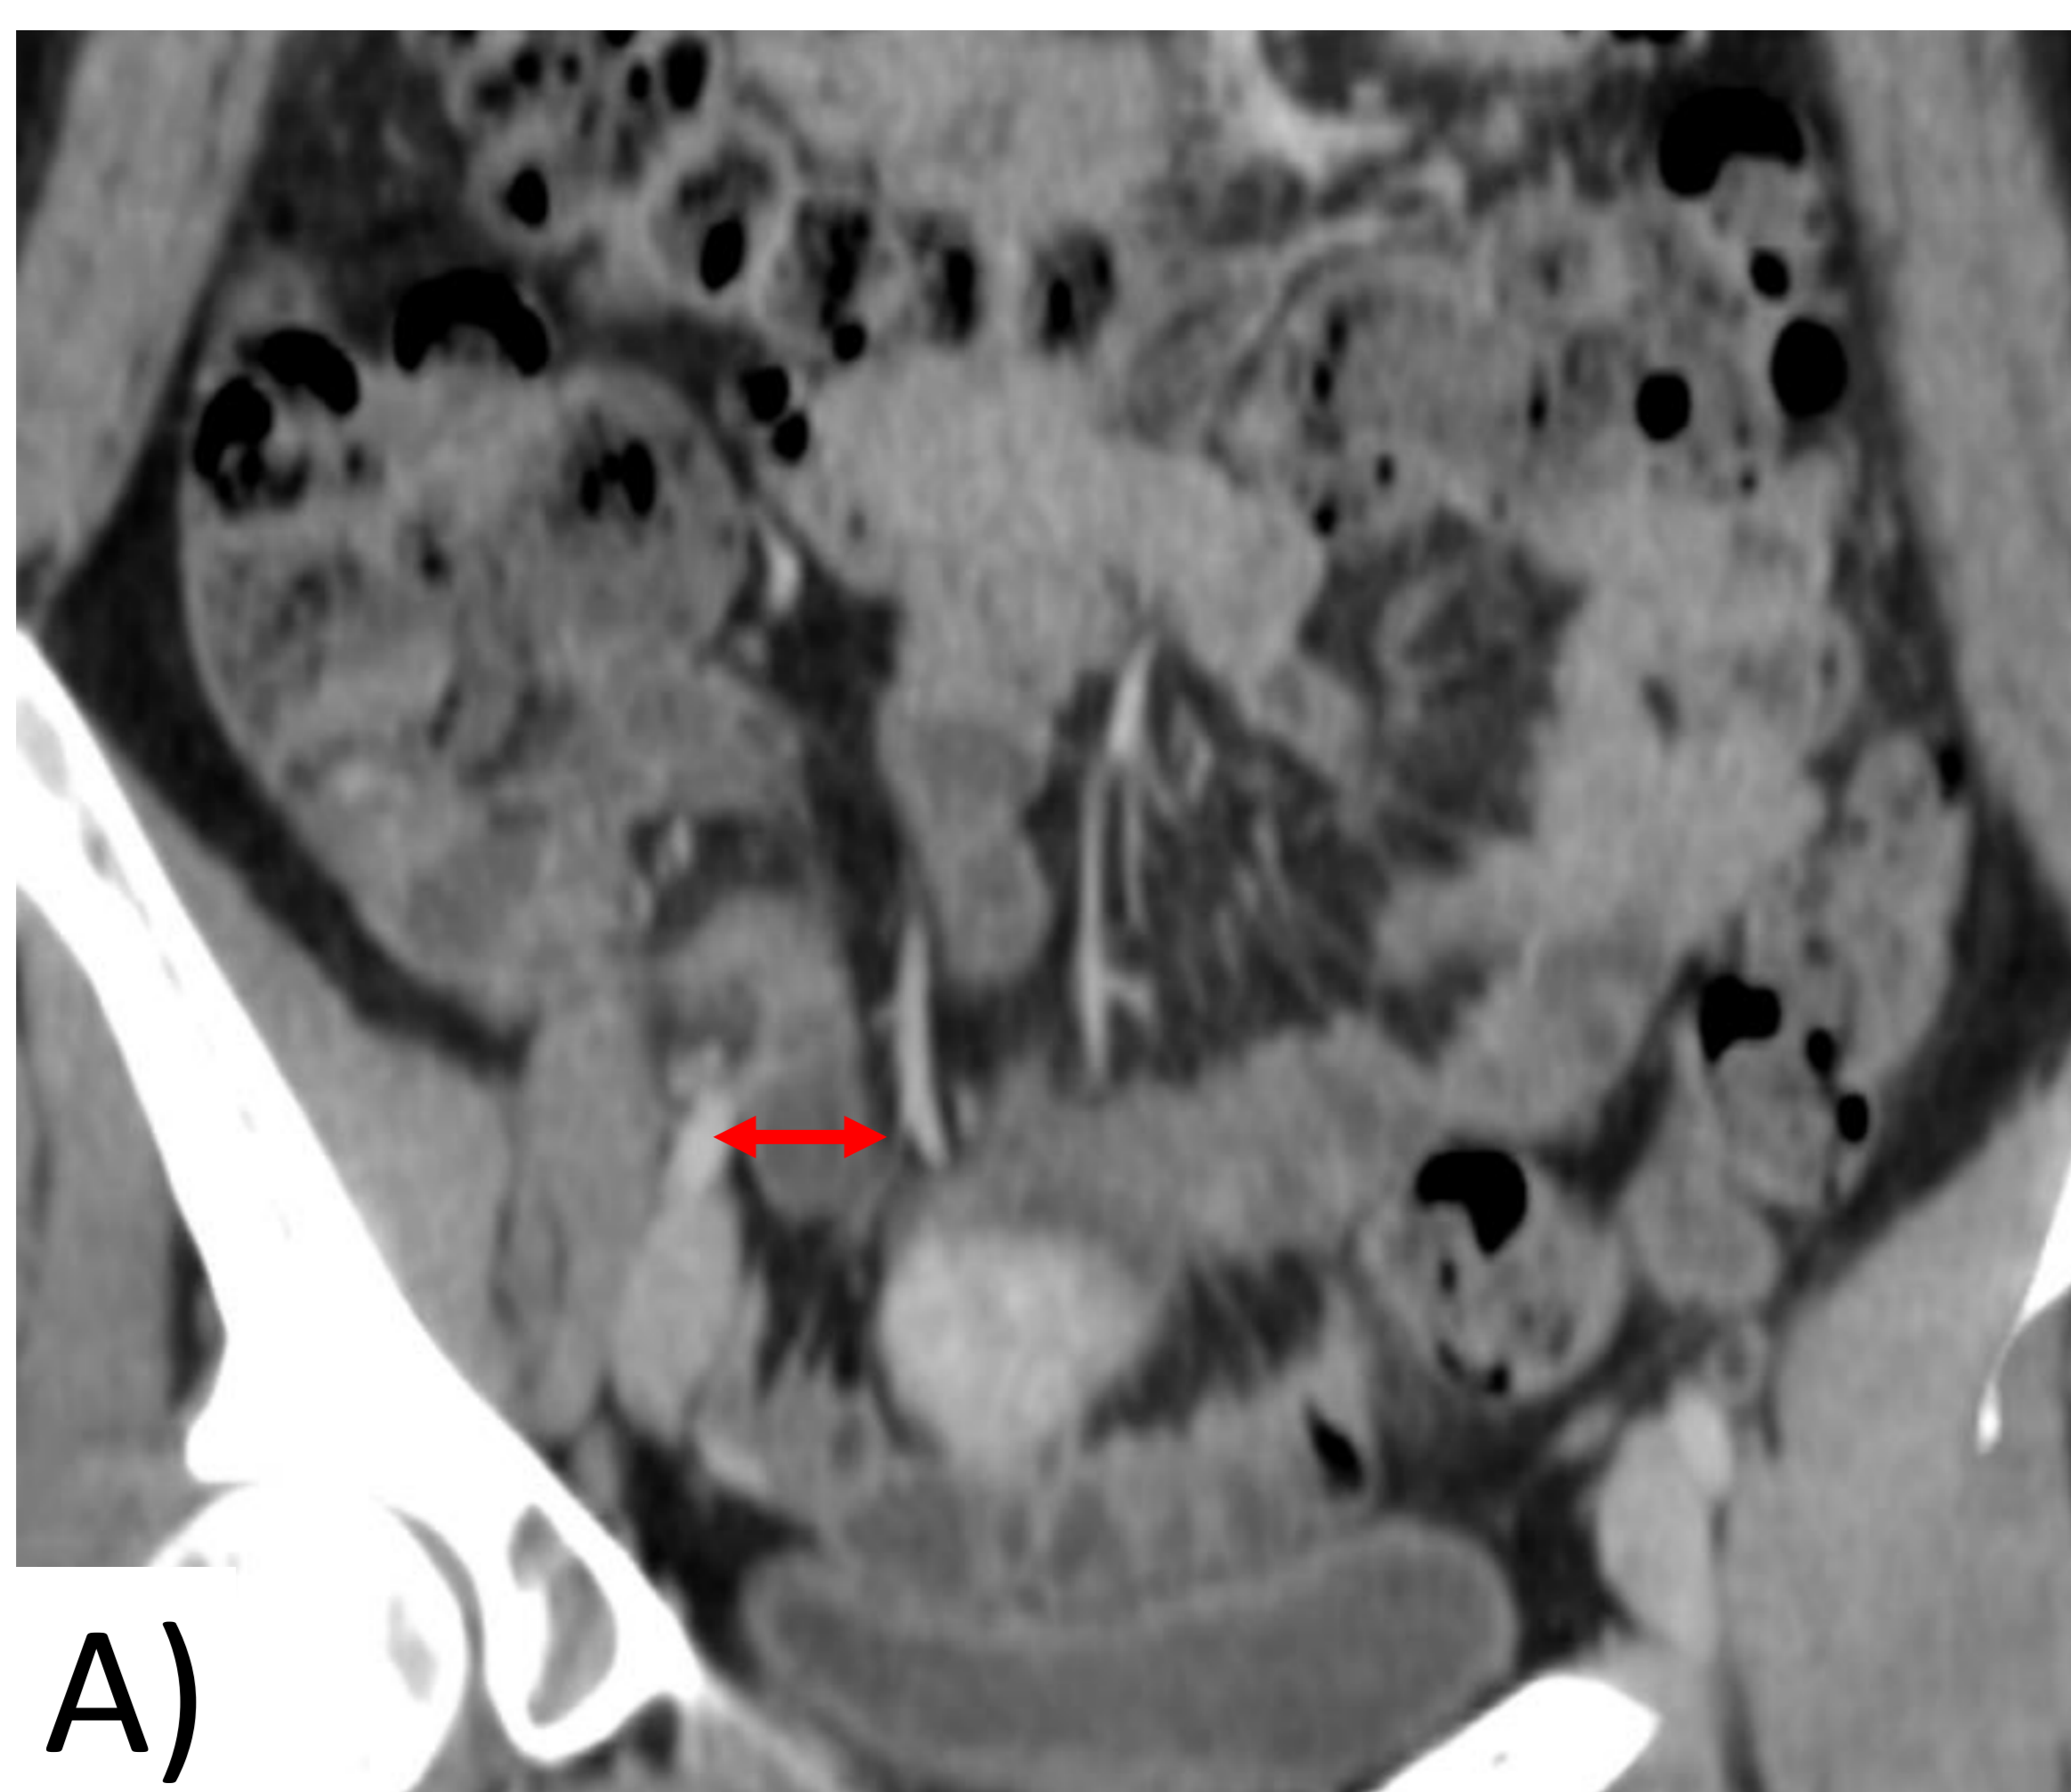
Endometriosis apendicular. TC con CIV (fase venosa). A) Corte coronal: apéndice con calibre aumentado (flecha roja de doble punta). B) Corte axial: apéndice doblado sobre sí mismo, con obliteración de su luz en el punto que señala la flecha roja; quiste endometriósico (\*) en el que se observa un sutil nivel hiperdenso declive en relación con contenido hemático (flecha blanca discontinua).
